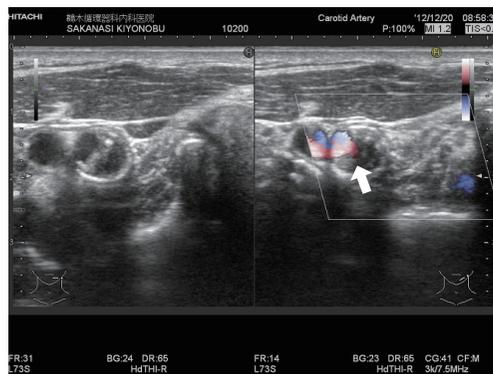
さらに2年後には内部に高エコー輝度の部分を不均一に認め、プラークの一部に潰瘍形成を示唆する、血流エコーのプラーク内への流入（白矢印）を認めた。
